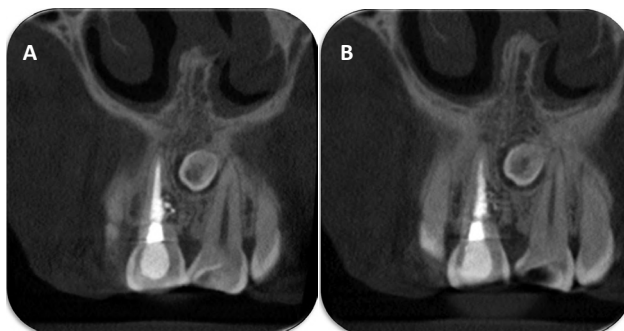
A-B: Tomografías de cono, vista coronal.
